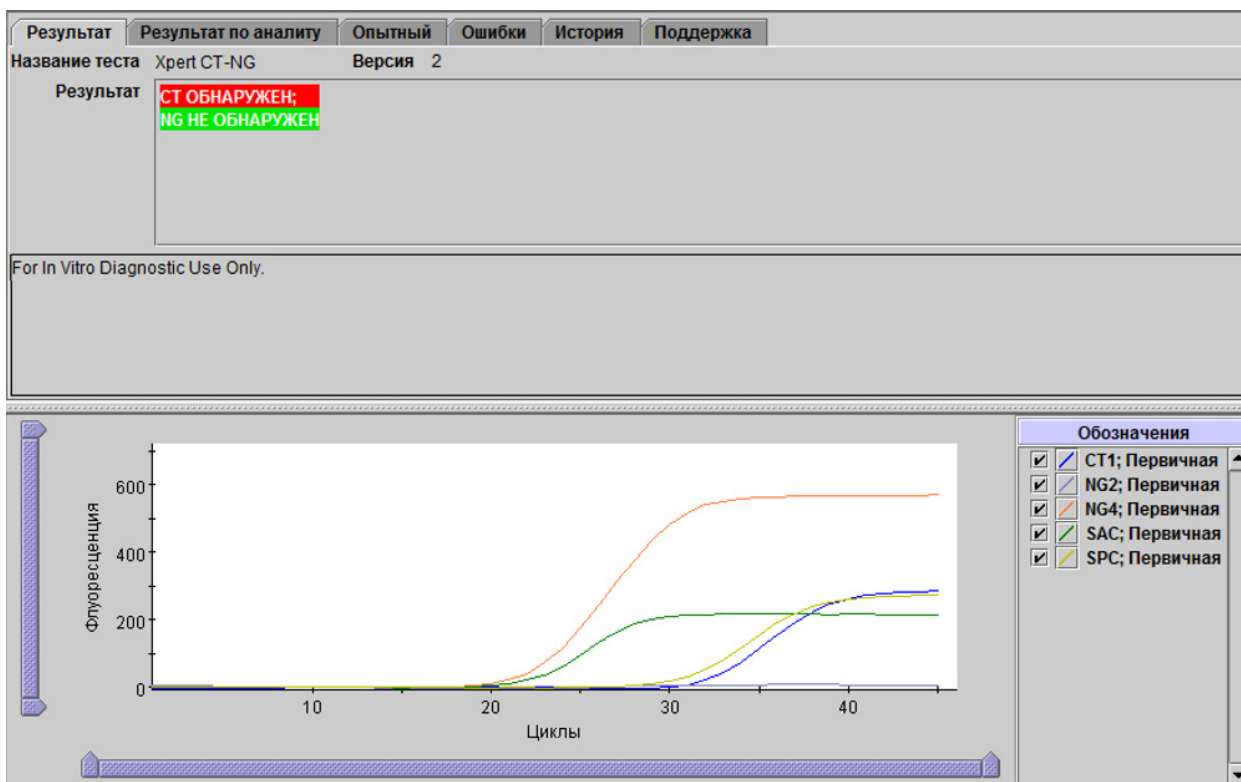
Xpert CT\_NG — CT выявлений і NG не выявлений
